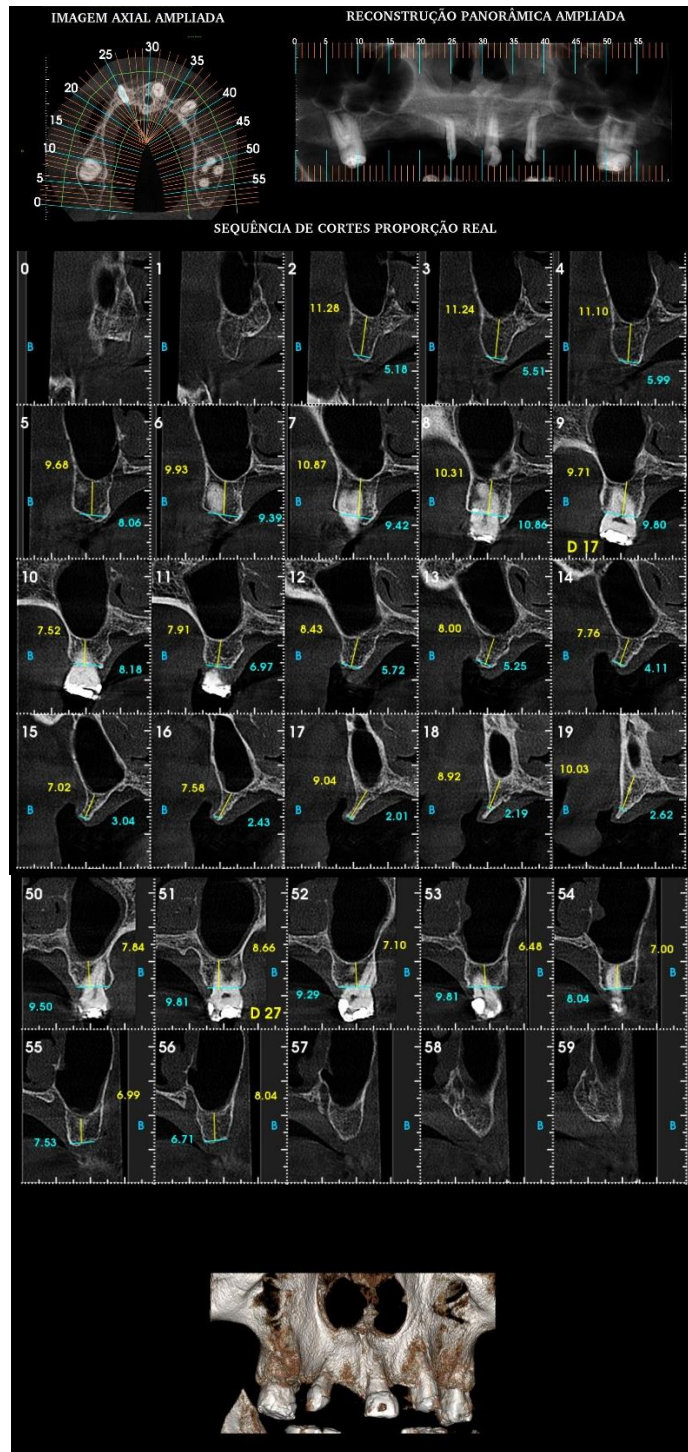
Tomografia computadorizada inicial.
